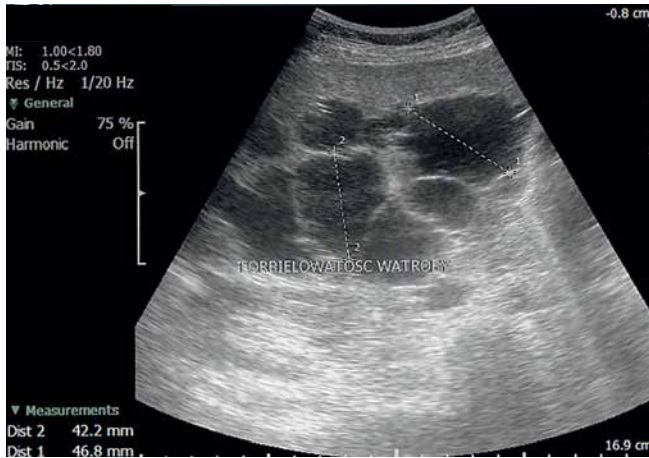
Liver in percutaneous ultrasonography. Case of a polycystic liver disease
